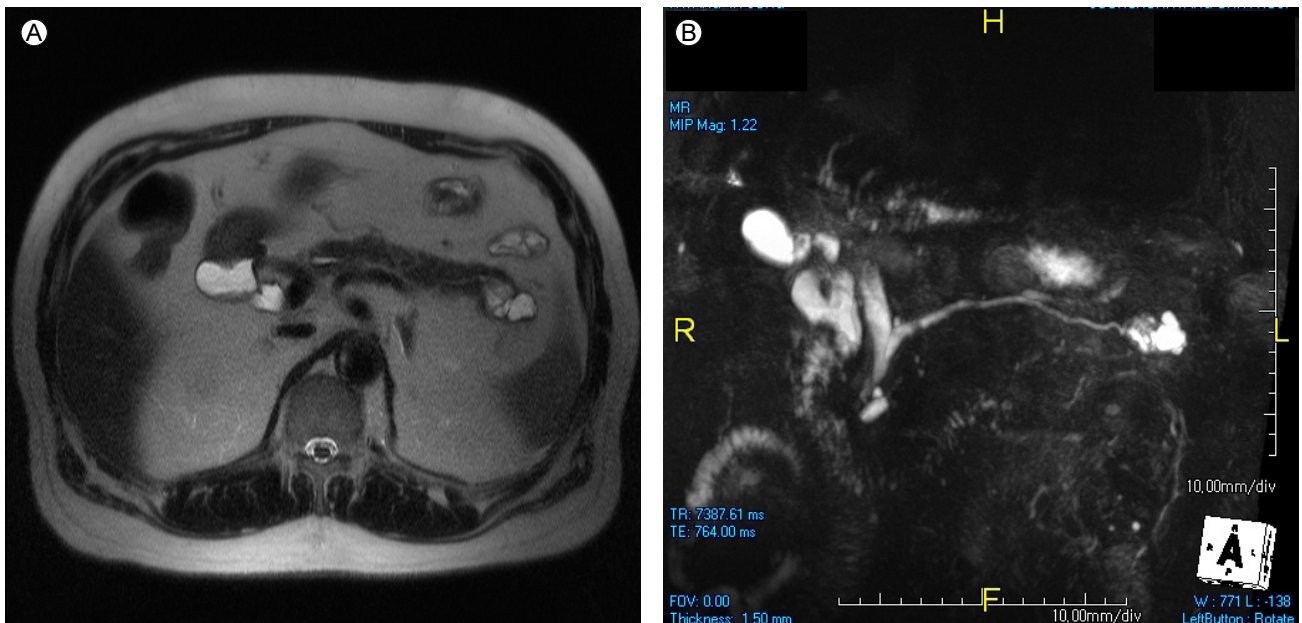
Neuroendocrine tumor with cystic degeneration mimicking IPMN. T2-weighted axial MR image (A) shows multiple clustered cysts in pancreatic tail, MRCP (B) revealed the cystic mass communicated with dilated pancreatic duct. These findings are suggestive of IPMN at the pancreas tail but final diagnosis after surgical resection revealed neuroendocrine tumor.
